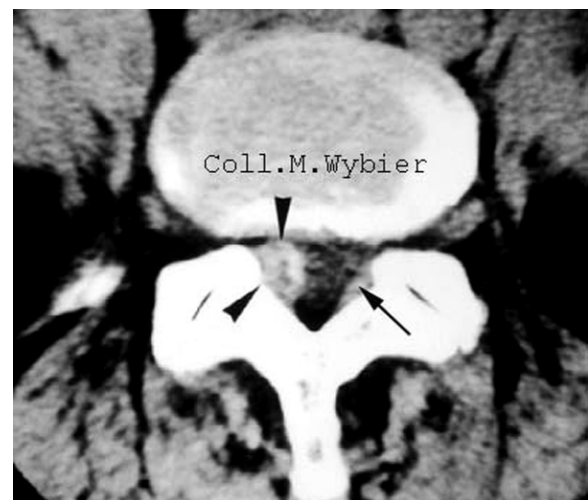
KAPL en TDM. L'image du ligament jaune (flèche fine) est remplacée à droite par celle du kyste (têtes de flèche).
